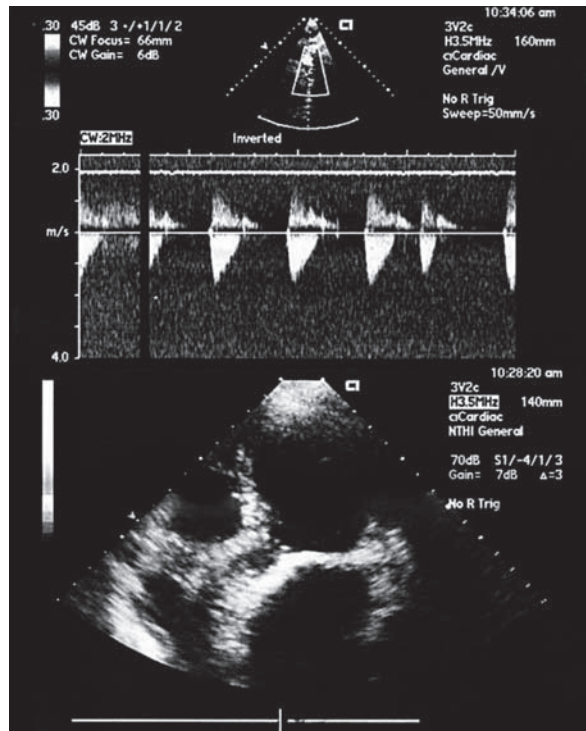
Ecocardiograma Doppler transtorácico realizado a los 6 meses post-TAVI: función sistólica conservada; flujo aórtico anterógrado con un gradiente máximo de 25 mmHg; regurgitación aórtica periprotésica compatible con regurgitación leve; hipertensión pulmonar moderada de 50 mmHg; hipertensión venosa sistémica leve.
